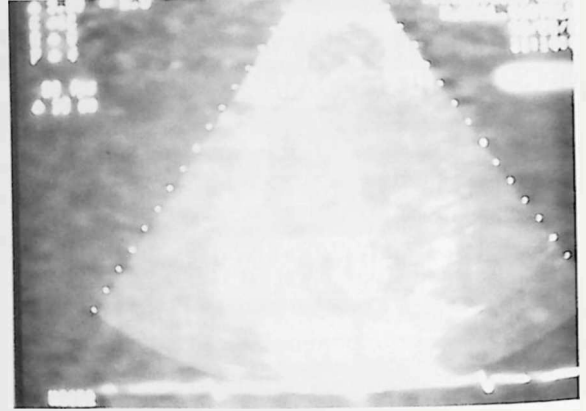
Ecocardiograma bidimensional desde la vía apical que muestra ausencia de ecos (flecha) a nivel septal inferior y que comunica ambos ventrículos en un paciente con infarto agudo de miocardio y rotura septal.
